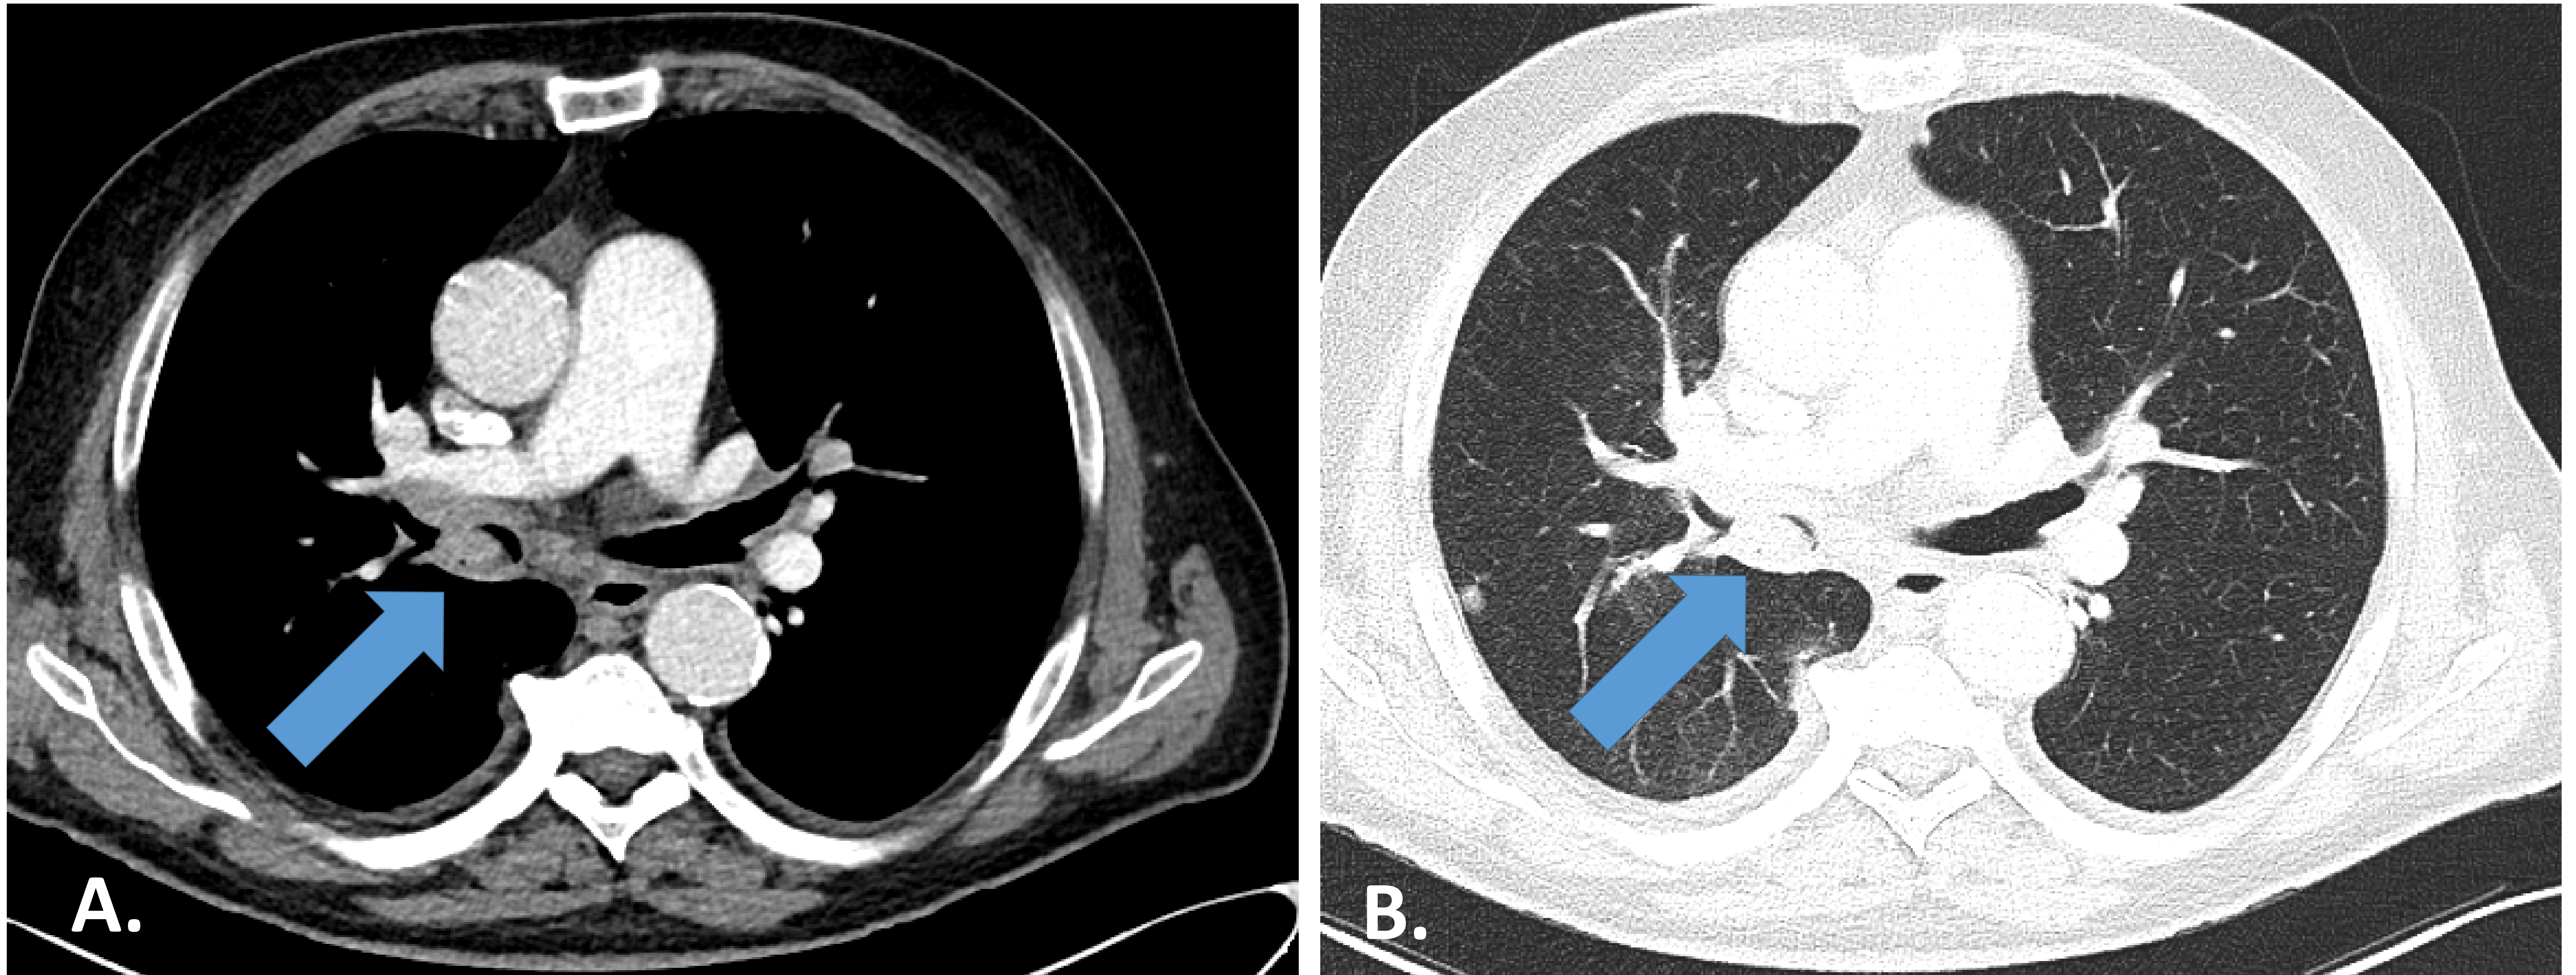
Metástasis endobronquiales de carcinoma de células renales en un hombre de 70 años que presenta hemoptisis. Las imágenes axiales de TC en las ventanas de partes blandas (A) y pulmón (B) muestran una masa que realza (flecha) que obstruye el bronquio derecho.
